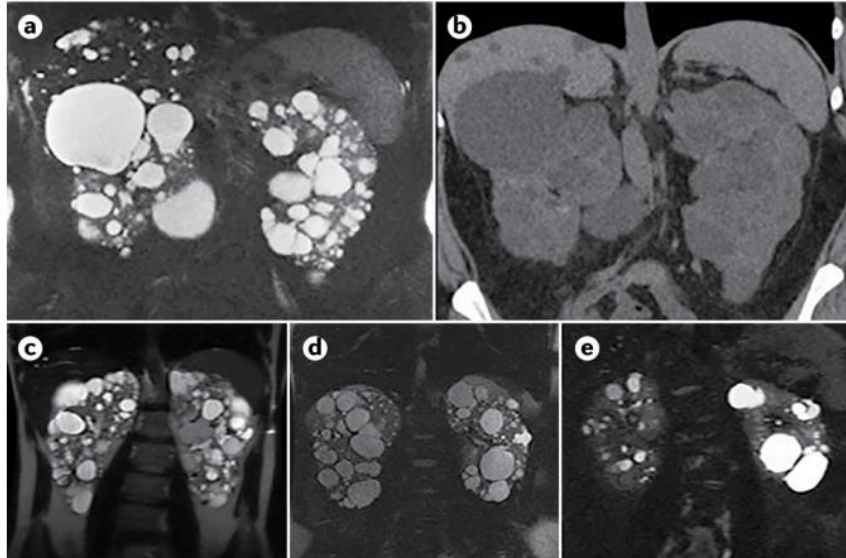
Imágenes de pacientes con PQRAD mediante resonancia magnética (a, c-e) y mediante tomografía computarizada (b) en las que vemos quistes renales (todas) y hepáticos (a-b). (*Polycystic kidney disease, 2019* [4])
